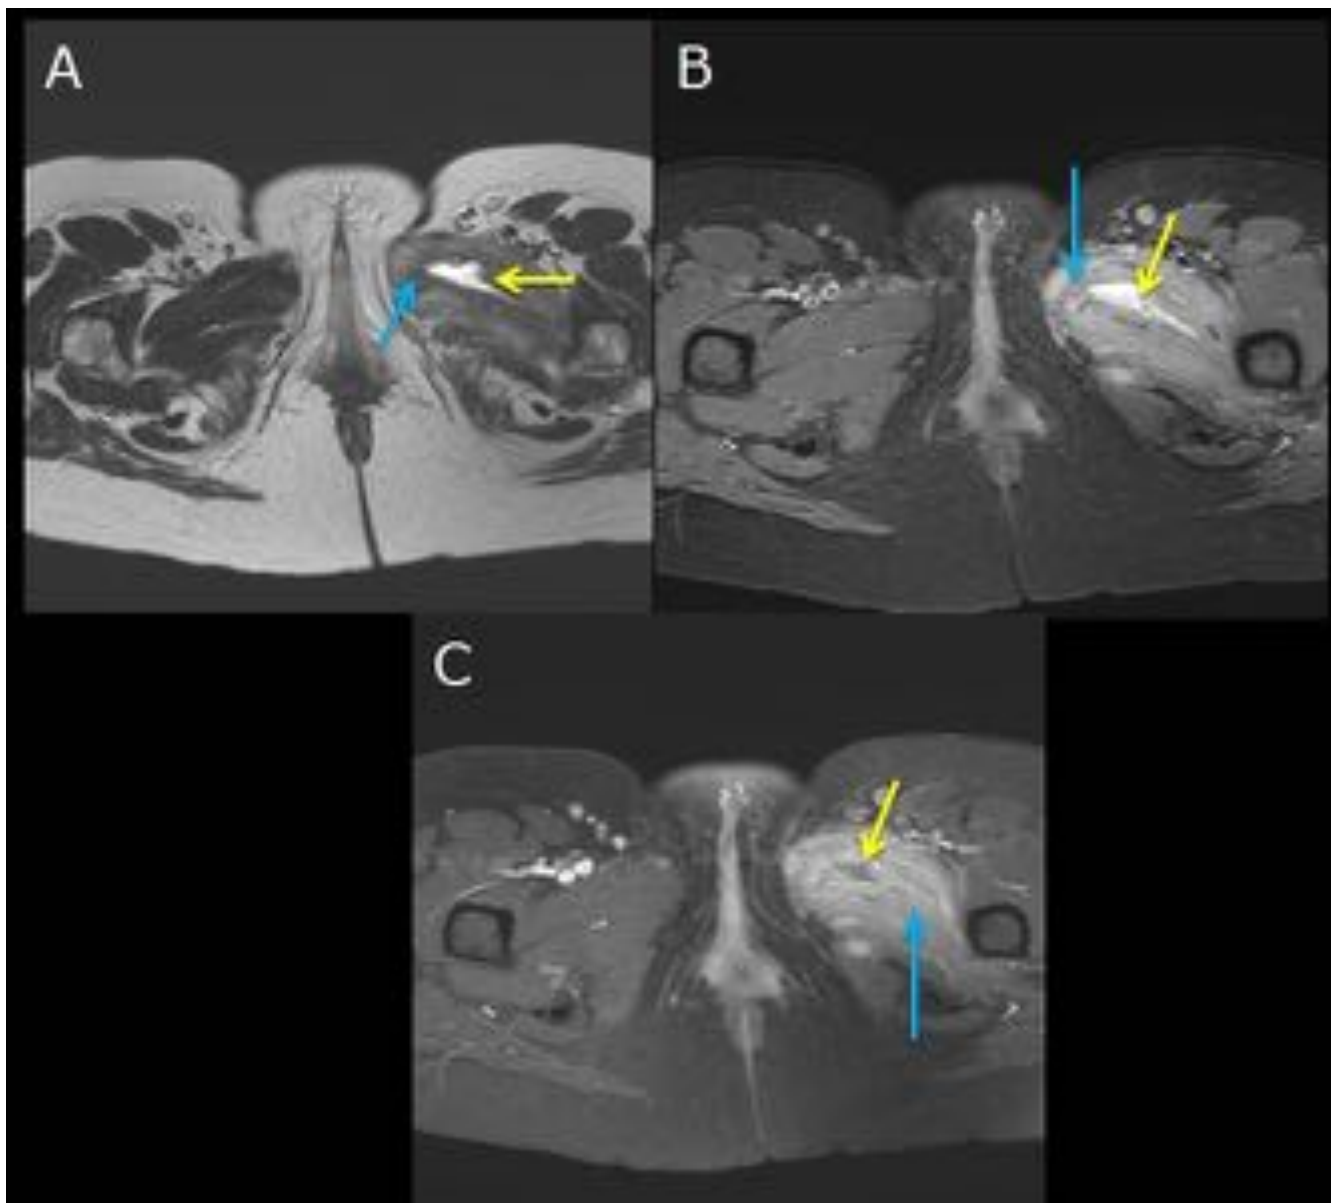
RM de pelvis y muslo izquierdo con gadolinio. Afectación del compartimento femoral interno izquierdo con pequeña colección laminar (absceso) intramuscular en el adductor corto [Flechas amarillas A, B y C]. Importante afectación inflamatoria de partes blandas con hiperseñal de la musculatura locorregional (pectíneo, grupo muscular adductor y obturador externo) con captación de contraste, correspondiente a miositis secundaria [Flechas azules A, B y C].
